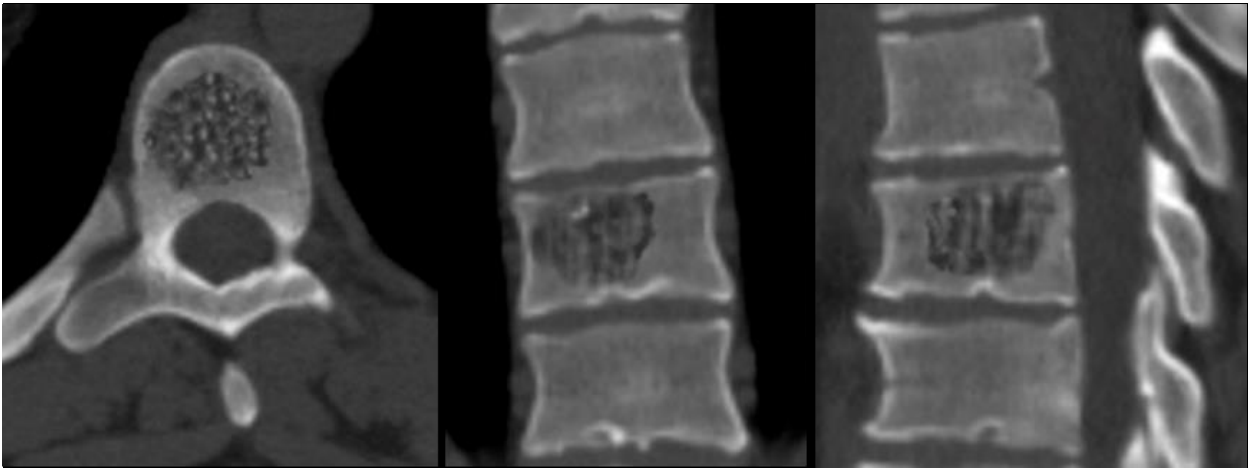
КТ Th7 позвонка больного В. до операции
